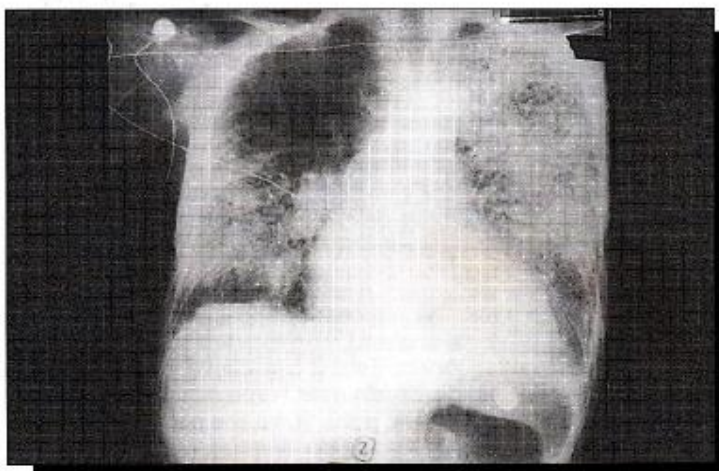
Radiografía de tórax tomada 4 días después de la primera y que muestra la aparición de infiltrados pulmonares bilaterales.
